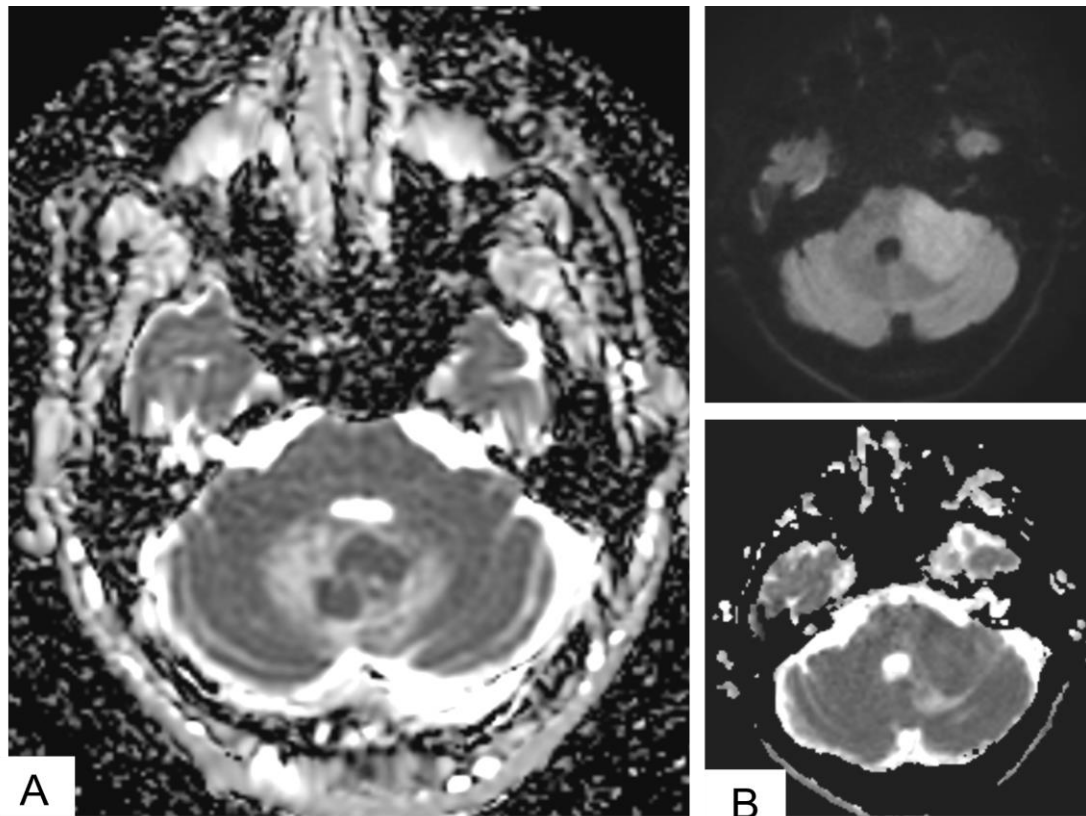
Aspect à l'IRM cérébrale de LCP en diffusion et ADC
